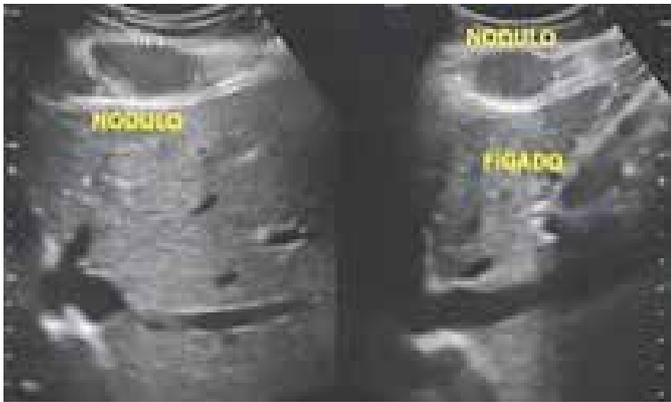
Ultrassonografia de parede abdominal.
